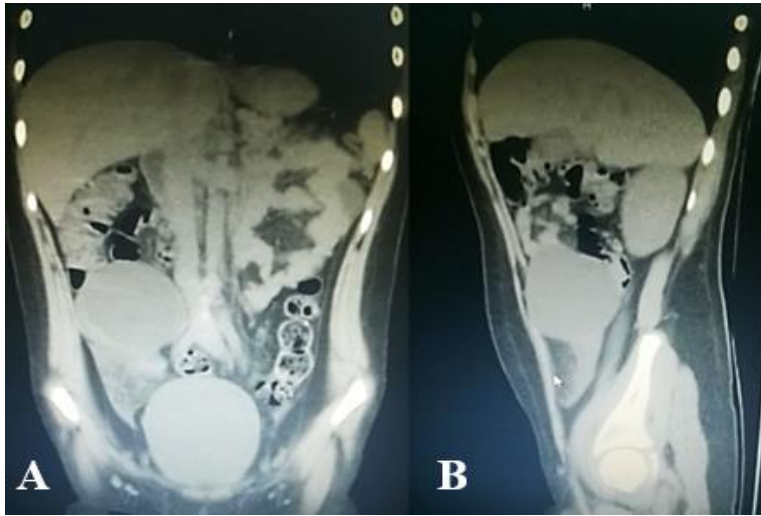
TAC de abdomino-pélvica simple, imagen A en corte coronal, imagen B en corte sagital.
